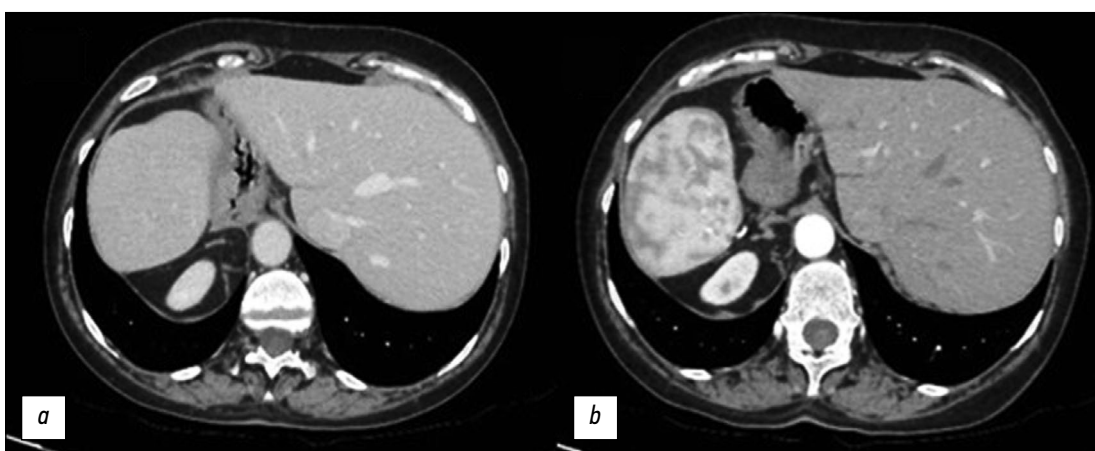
Компьютерная томография в аксиальной проекции: *a* — без контрастирования; *b* — с контрастированием. Виден желудок с правой стороны.
